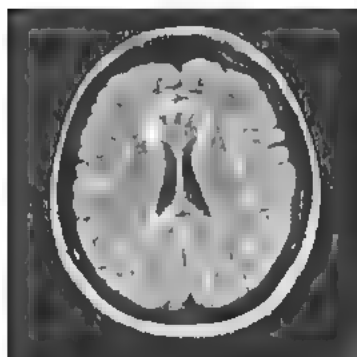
МРТ головного мозга. На аксиальной томограмме видны участки повышенного сигнала, расположенные перивентрикулярно и юкстакортикально («рассеянность в пространстве»).
